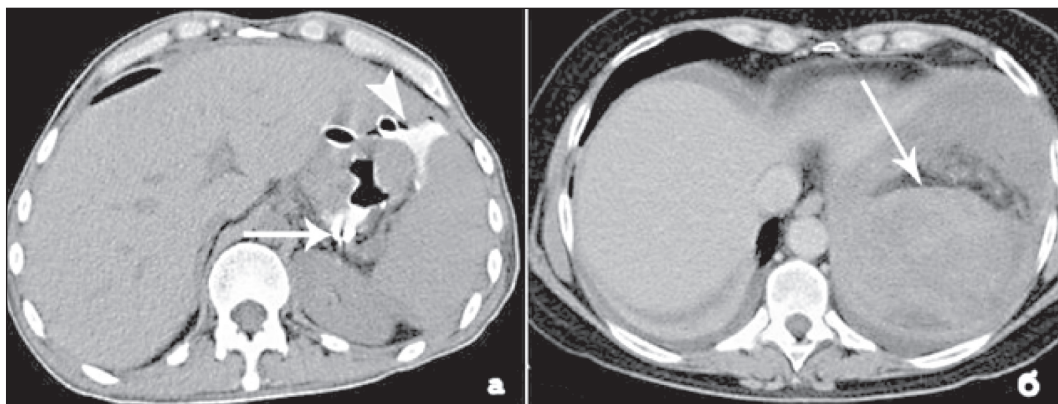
КТ органов брюшной полости. Послеоперационные осложнения:
